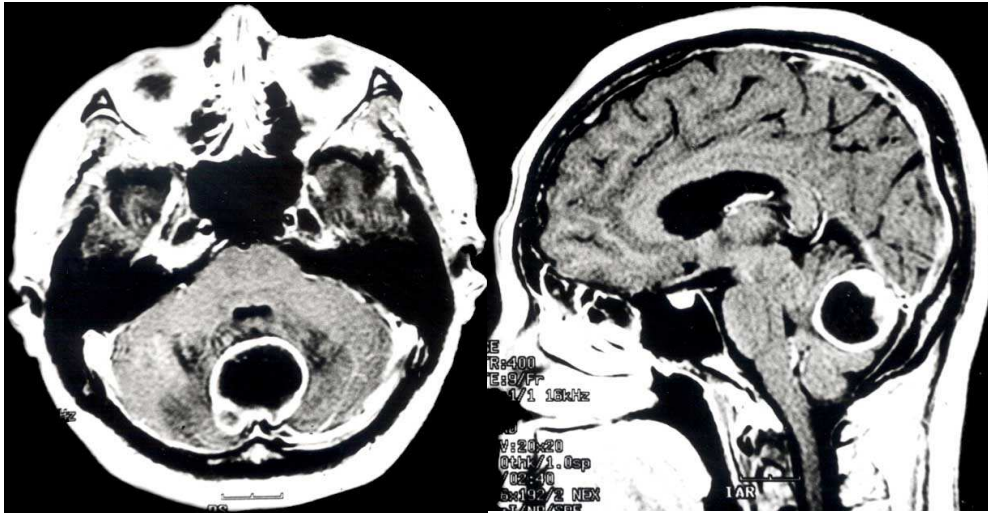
Preoperative brain MRI of the case of Ommaya reservoir insertion; The patient was 46 years old woman, and had been diagnosed about breast ca in 1983.7. She had complain about dense gait disturbance and severe headache and dizziness. She never stand and sit on her own effort. A 3*3cm sized cystic mass lesion is noted in cerebellum with enhanced tumor capsule.
